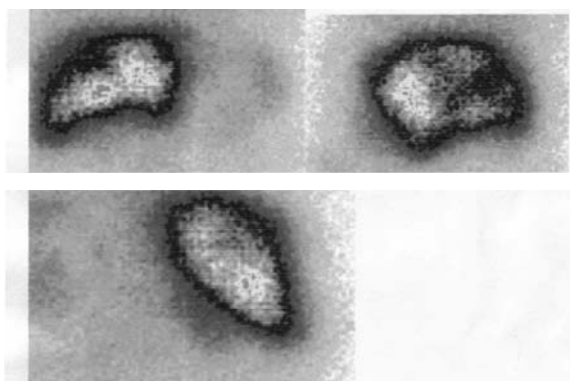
Сцинтиграфія пацієнта Д. у трьох проекціях. Метастатичне ураження печінки
